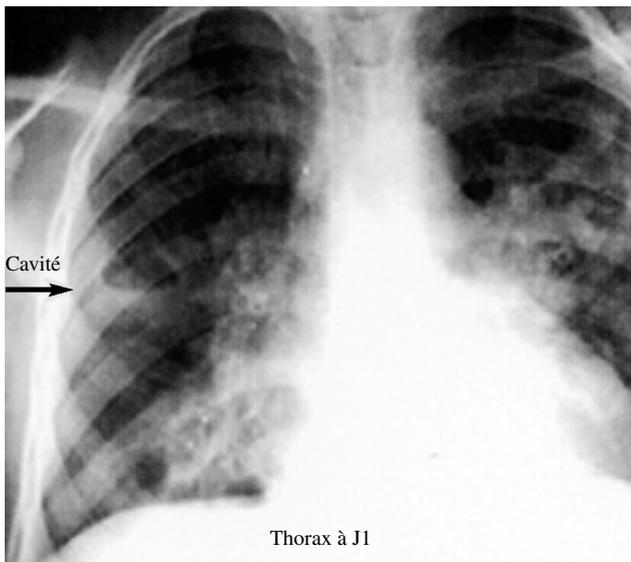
Paragonimose: Radiographie pulmonaire chez un malade avant traitement
